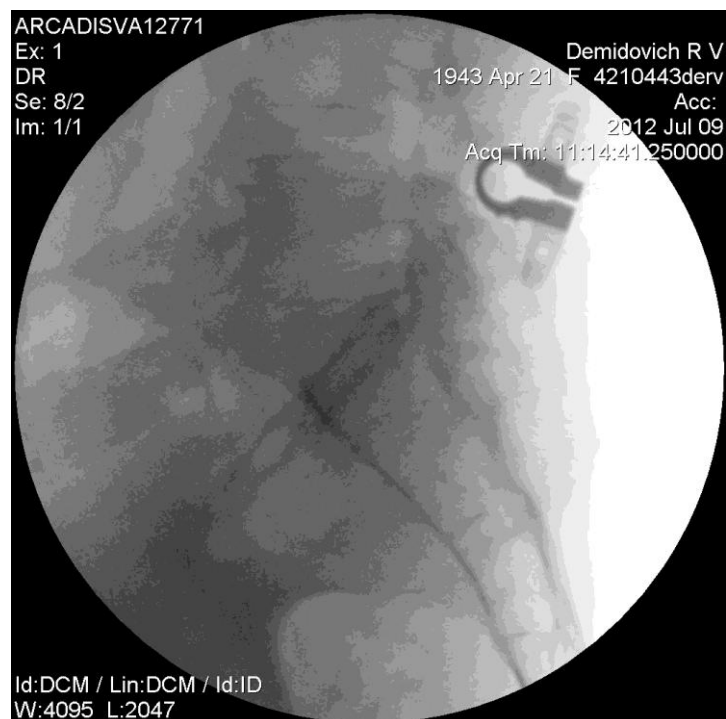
Рентгенография (контроль) пояснично-крестцового отдела позвоночника пациента после установки имплантата во время оперативного вмешательства
